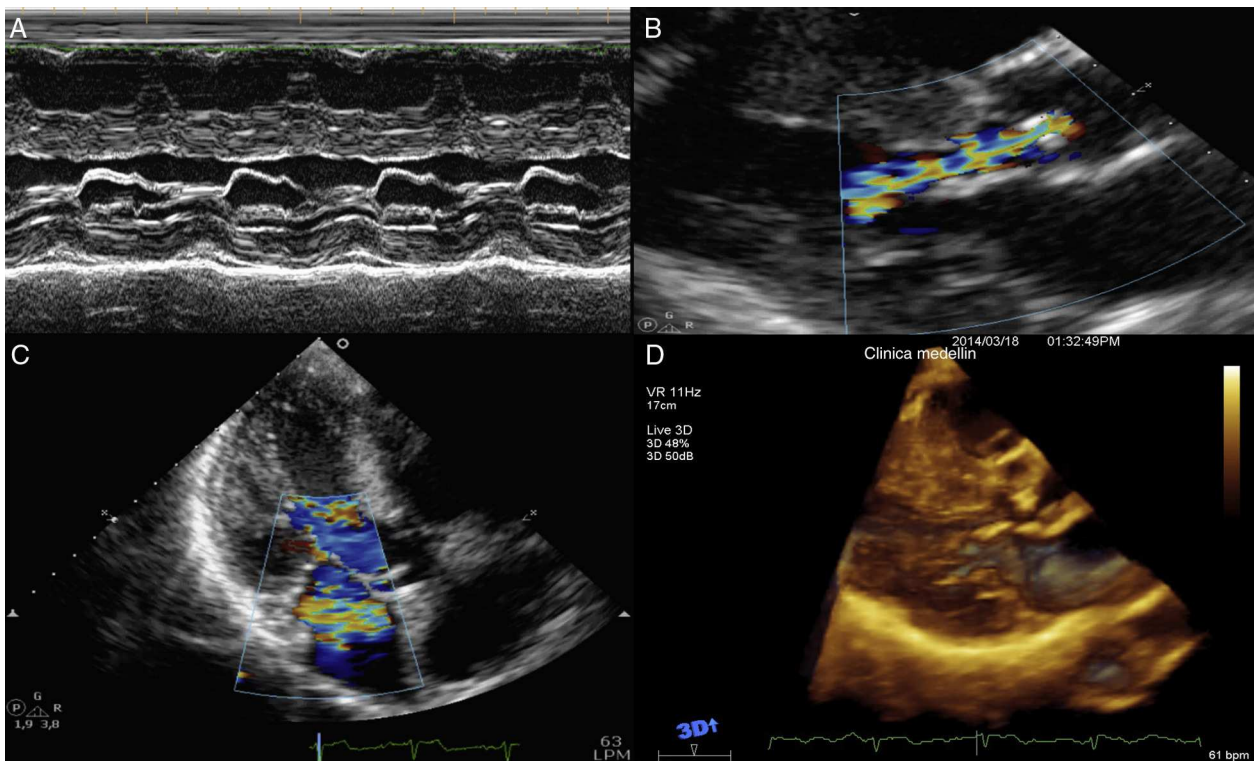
A) Modo M, en la válvula mitral se observa engrosamiento de sus valvas y limitación de su apertura. B) Insuficiencia aórtica severa por doppler color, imagen paraesternal. C) Insuficiencia mitral por doppler color en eje largo apical. D) Imagen 3D: se observa engrosamiento del aparato subvalvular mitral, no observado en 2D.
